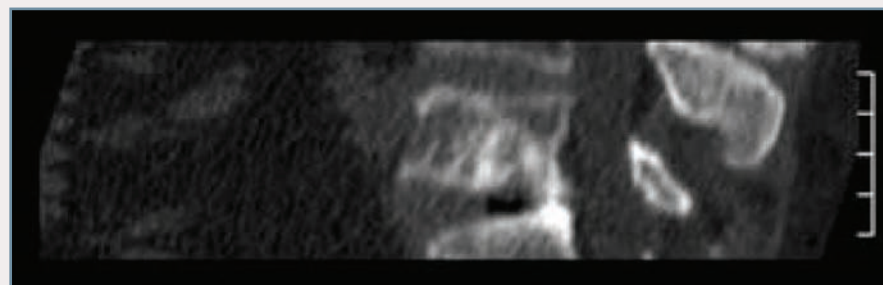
Метастаз фолликулярного рака щитовидной железы в теле L5 позвонка. Компьютерная томограмма
